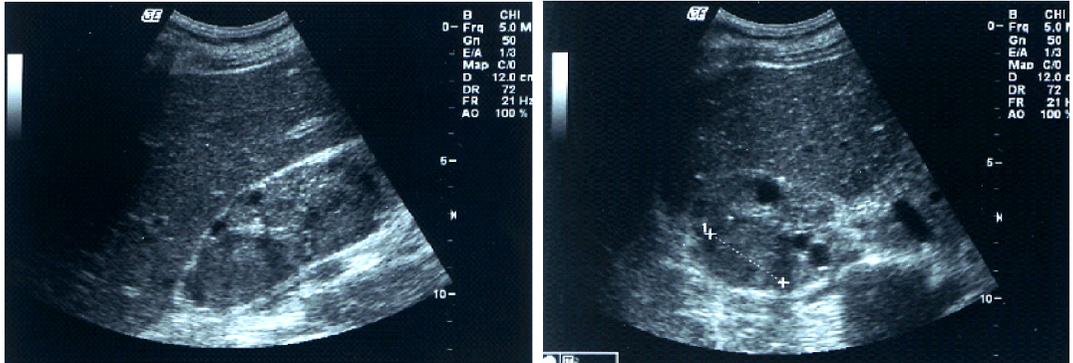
Abdominal ultrasonography shows increased parenchymal echogenicity and multiple anechoic lesions with posterior enhancement in both kidneys. About 4cm sized isoechoic mass in the right kidney.
